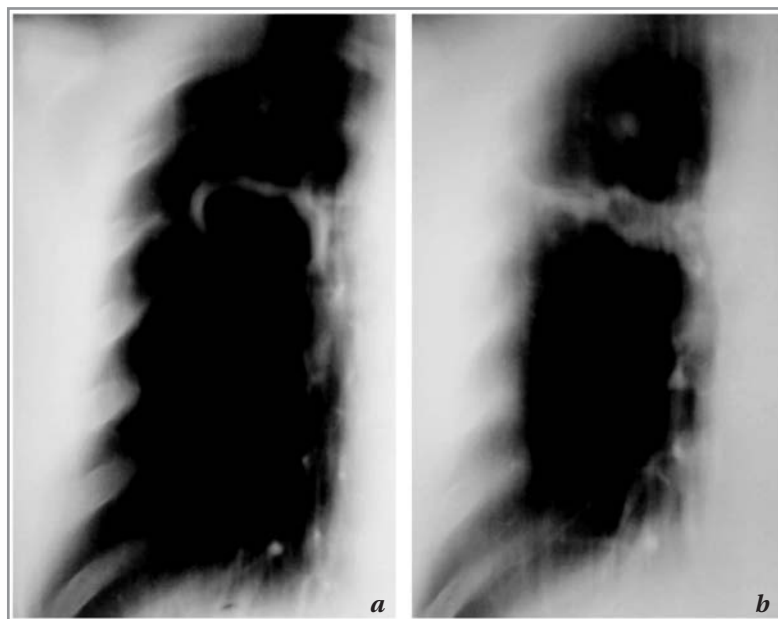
Томограмма правого лёгкого до начала терапии. *a* — в проекции верхней доли полость неправильной формы, размером до 2 см; *b* — участок уплотнения ткани с щелевидным участком просветления (остаточная полость).
